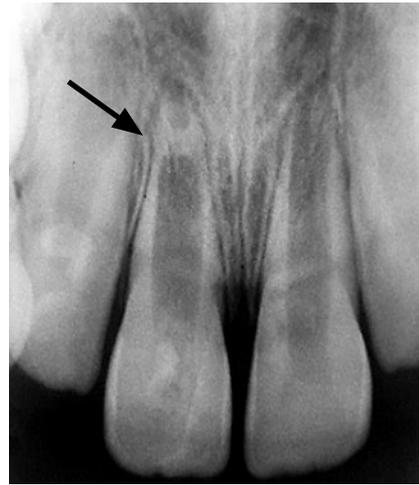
B: Nótese en radiografía periapical continuación del ligamento periodontal y tejido cementario a nivel radicular.
